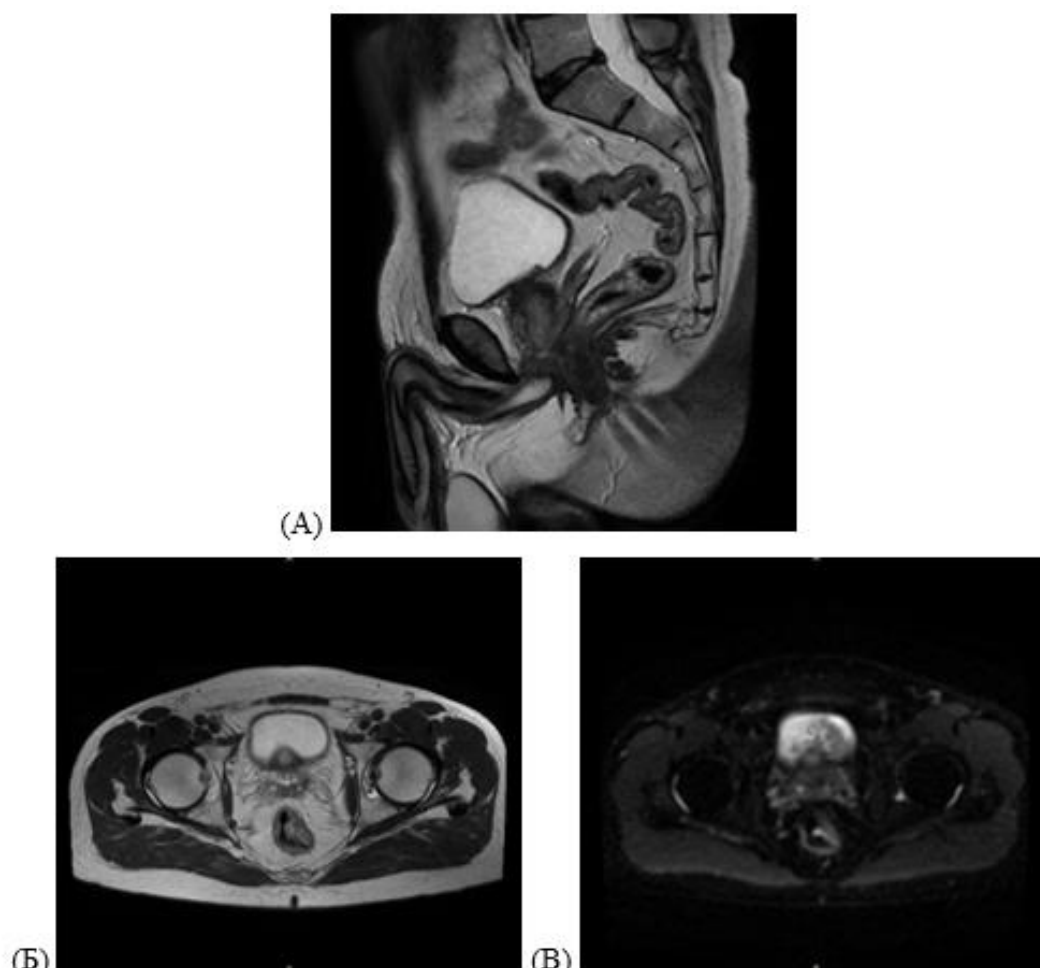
МРТ органов малого таза с контрастным усилением, первичная опухоль до лечения в режимах T2-ВИ в сагиттальном (А) и аксиальном срезах (Б), ДВИ (В).
